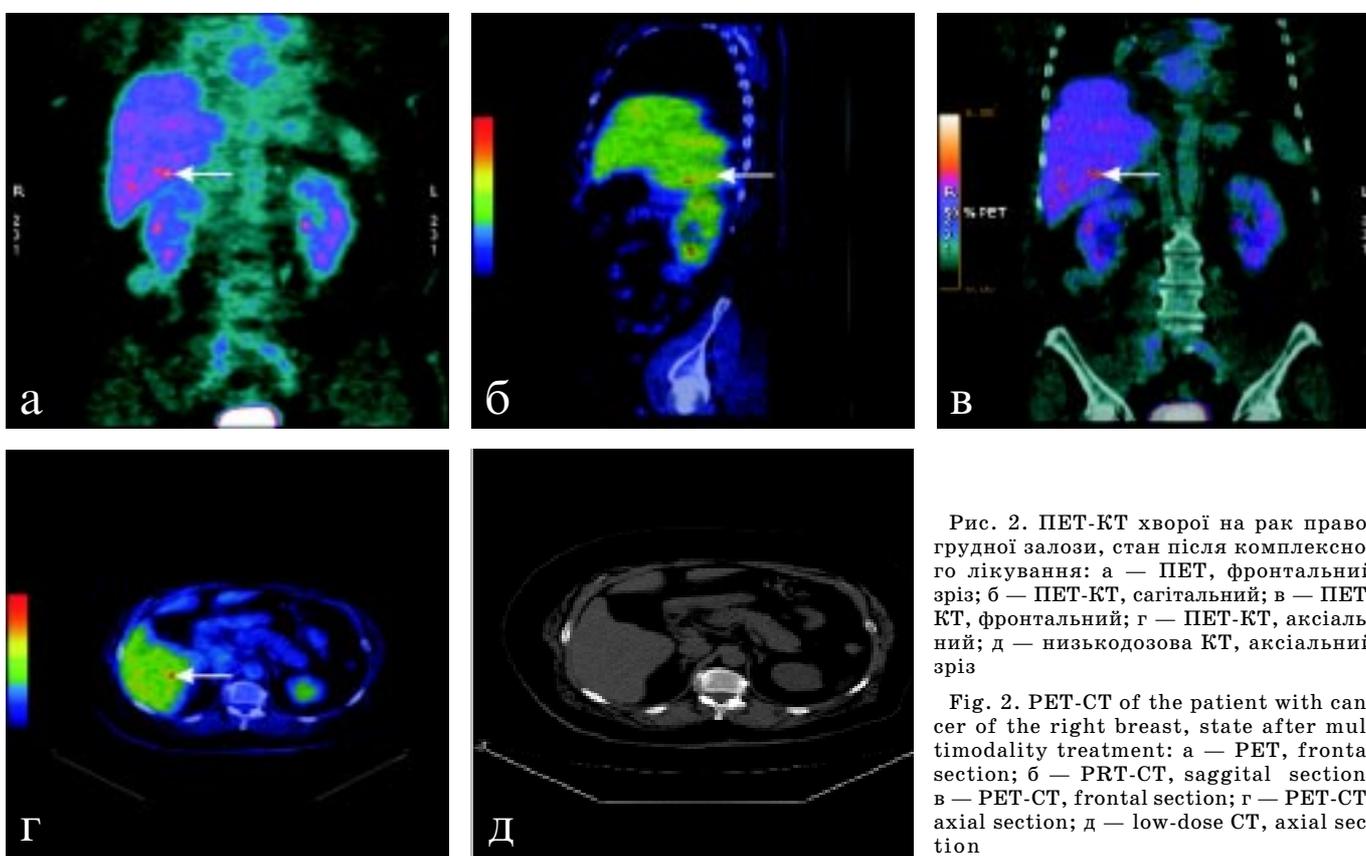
ПЕТ-КТ хворой на рак правої грудної залози, стан після комплексного лікування: а — ПЕТ, фронтальний зріз; б — ПЕТ-КТ, сагітальний; в — ПЕТ-КТ, фронтальний; г — ПЕТ-КТ, аксіальний; д — низькодозова КТ, аксіальний зріз
